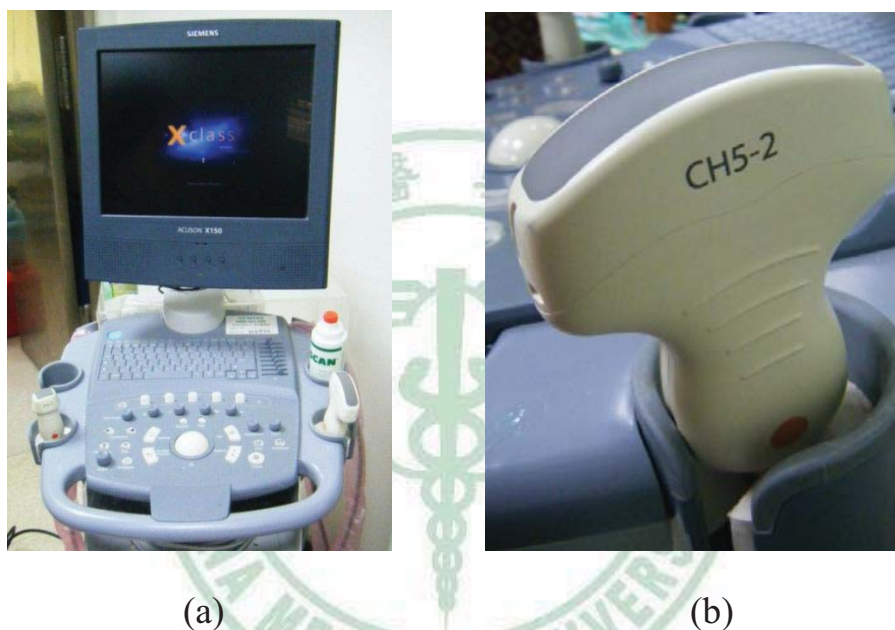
彩色都普勒超音波儀器。(a) SIEMENS ACUSON X150。(b)
